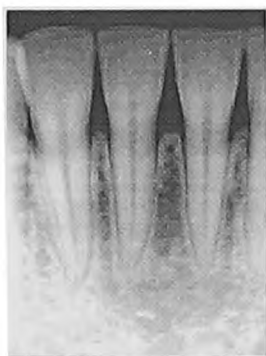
Рентгенограмма больной В. 27 лет с диагнозом: хронический пародонтит легкой степени.
